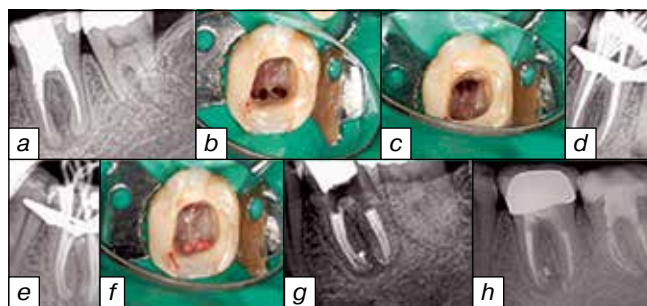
(a) Исходная рентгенограмма. (b) Клиническая рентгенограмма пульпарной камеры показывает четыре канала в мезиальном корне. (c) Пульпарная камера с двумя каналами в дистальном корне. (d) Рентгенограмма с мастер-штифтом. (e) Рентгенограмма с мастер-штифтом с дистальной позиции. (f) Пульпарная камера с шестью obturированными каналами. (g) Послеоперационная рентгенограмма. (h) Рентгенограмма через 14 месяцев показывает периапикальное заживление
